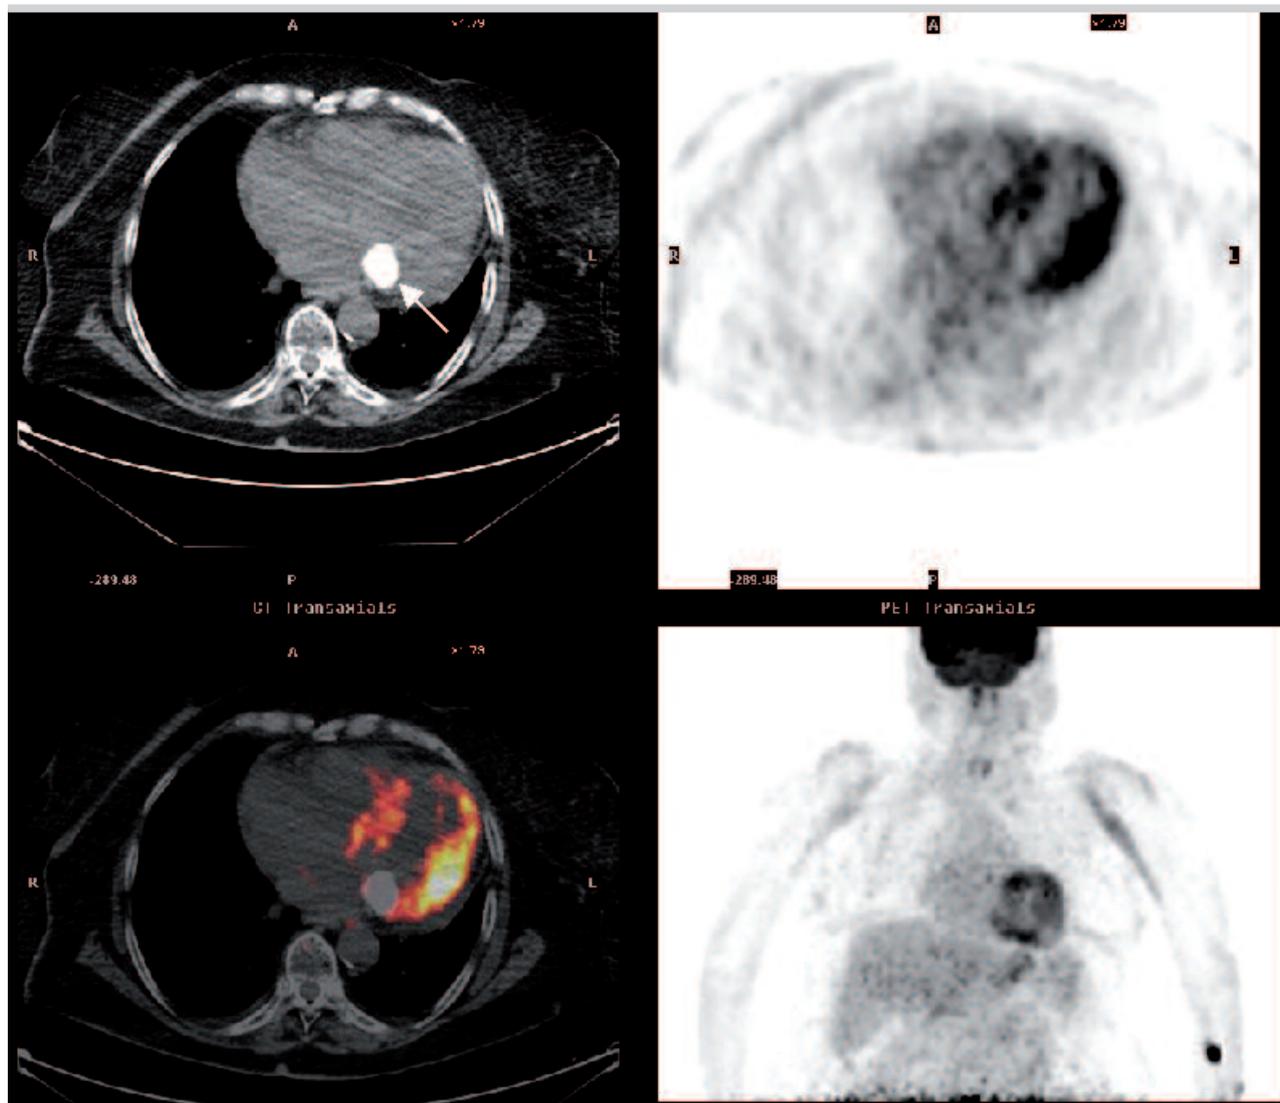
PET-TC. Dall'unione delle scansioni TC e PET (in basso) risulta un'immagine compatibile con una massa, che all'immagine TC (in alto) appare chiaramente calcifica (freccia). L'acquisizione PET con tracciate di flusso miocardico (^{13}N -ammoniaca) mostra una totale assenza di attività metabolica della massa.
